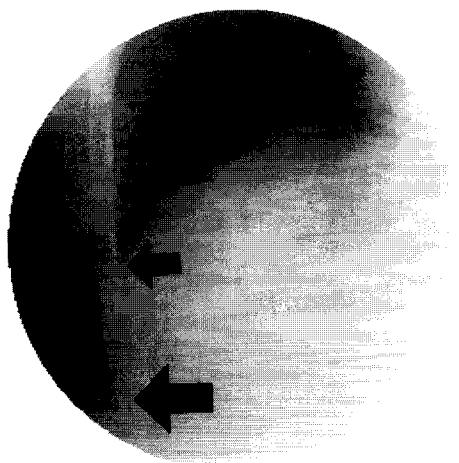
X-Ray image representing diaphragmatic width of non professional singer's case after 10 sec in holding a deep breath while phonating "a"
